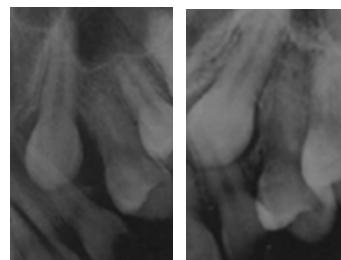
Radiografías Periapicales donde se observa el Fólculo Dental: 13 y 17 años
